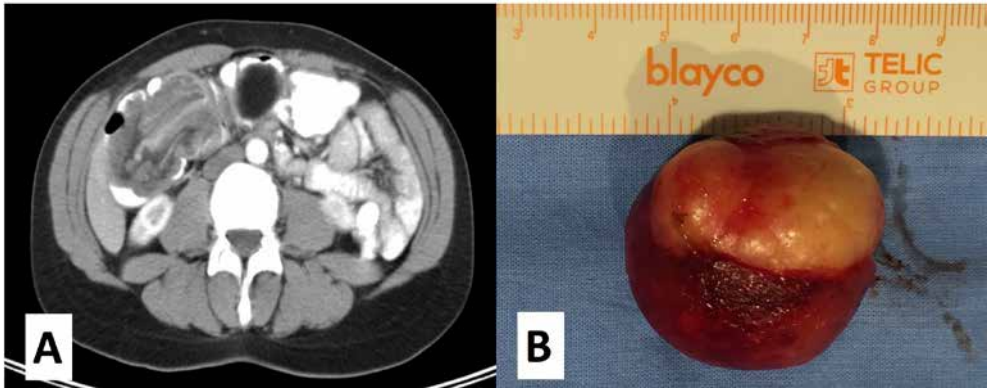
A: TC donde se objetiva imagen característica de invaginación intestinal ileocólica provocada por tumoración de 35mm de diámetro compatible con lipoma. B: Imagen de la pieza resecada.
